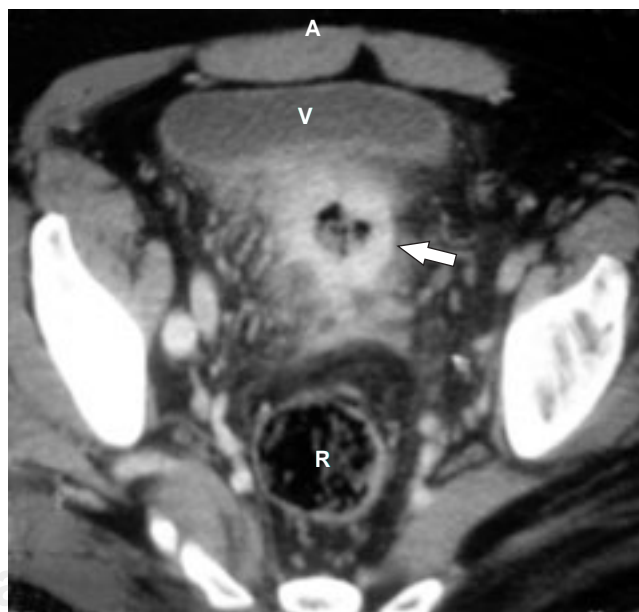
Paciente 2. TAC que muestra una colección abscedada, la cual produce compresión sobre la pared posterior de la vejiga.
